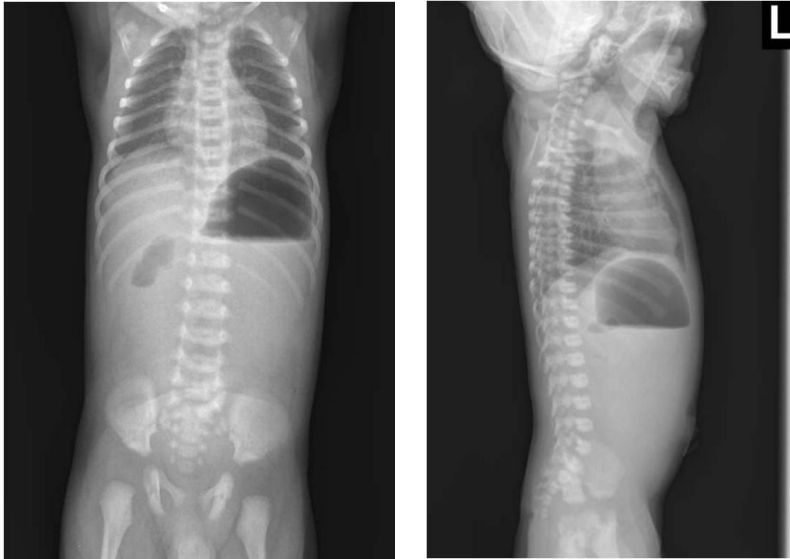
Atrezie duodenală – radiografie simplă abdominală
